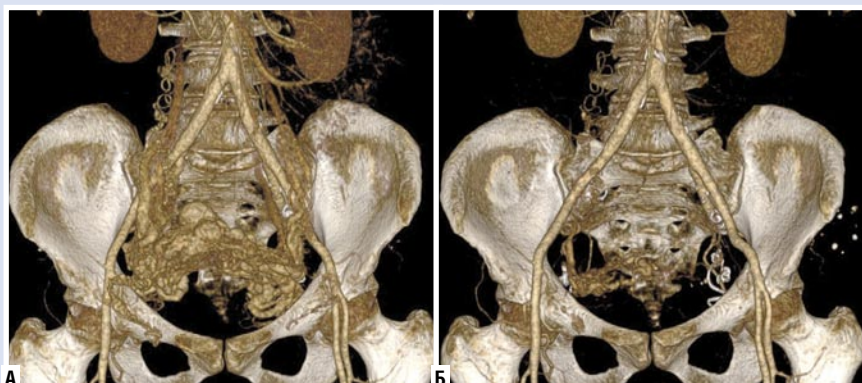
Сравнительная МСКТ-ангиограмма до (а) и после (б) многоэтапной эндоваскулярной эмболизации АВМ.
